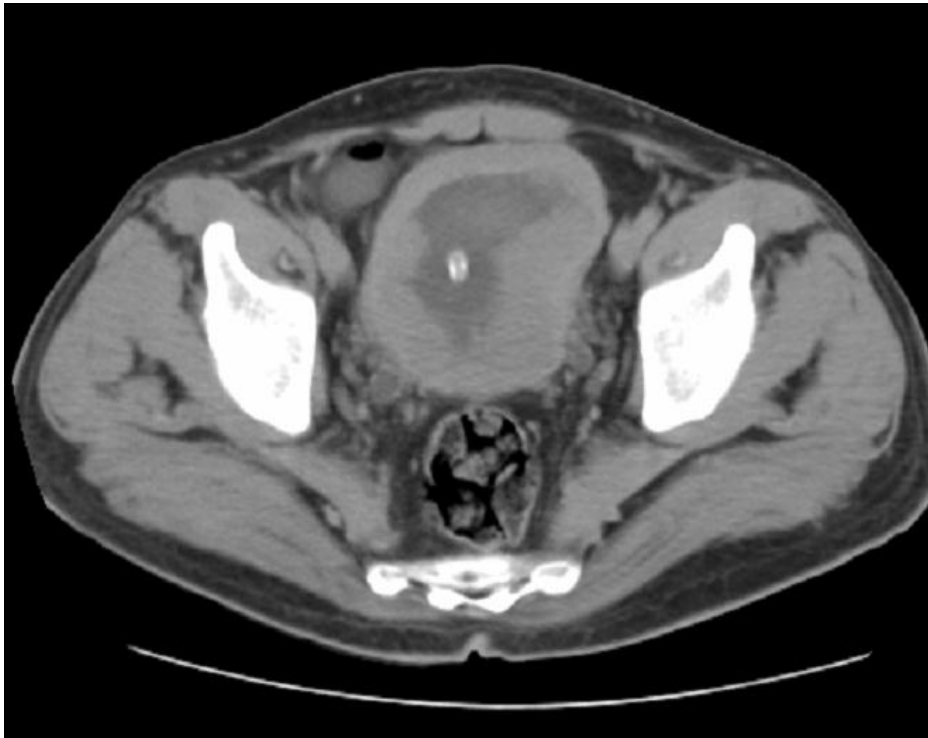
TDM avec injection de PDC montrant une tumeur vésicale infiltrante occupant la totalité de la vessie.
